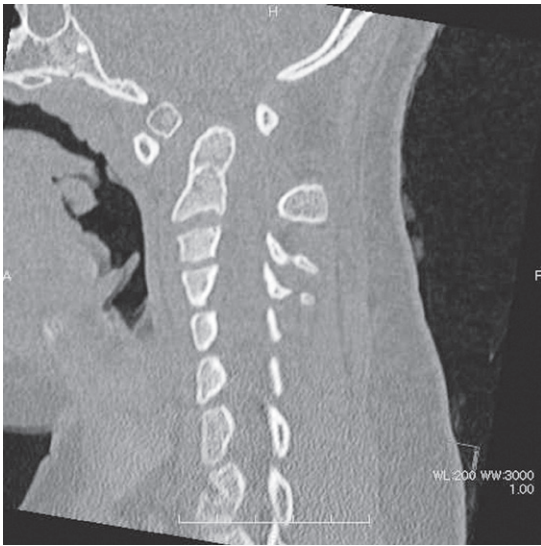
術前 単純CT画像(頸椎 a: 矢状画像 b: 3DCT画像)
